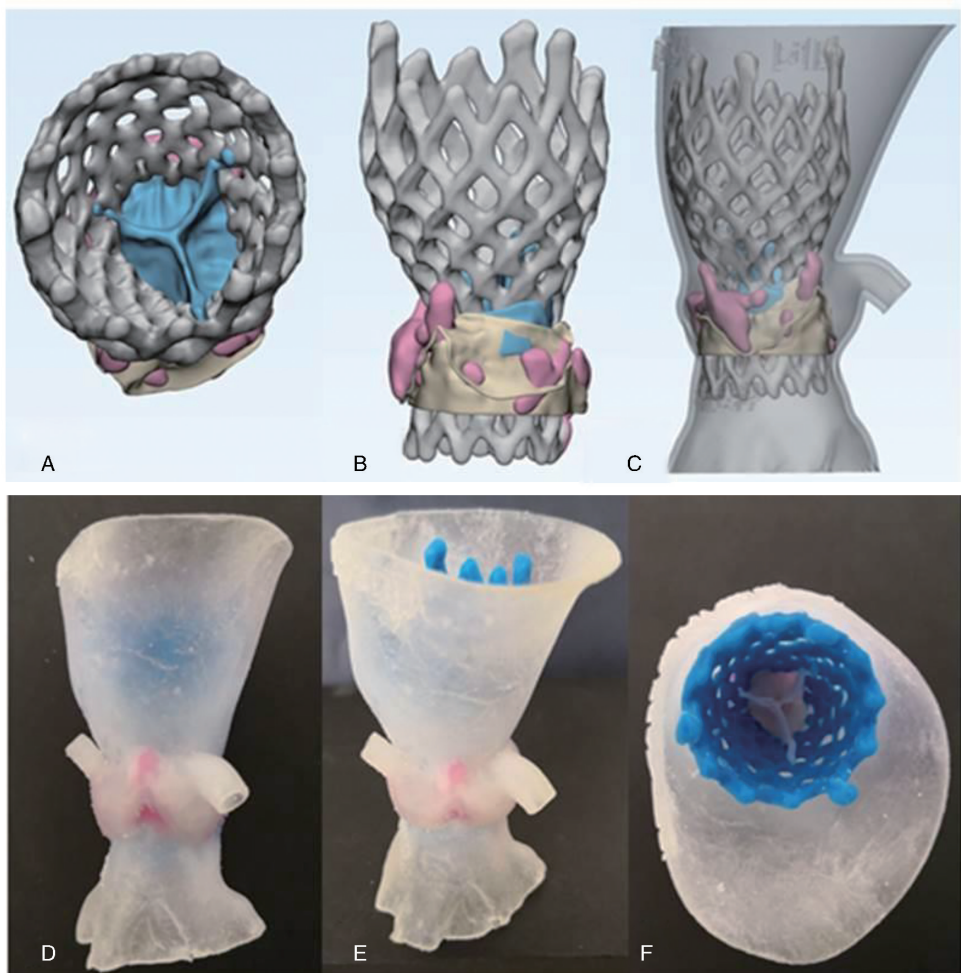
患者术后 CT 影像重建及 3D 打印模型 A、B、C 为术后主动脉根部重建模拟图,D、E、F 为 3D 打印模型。
